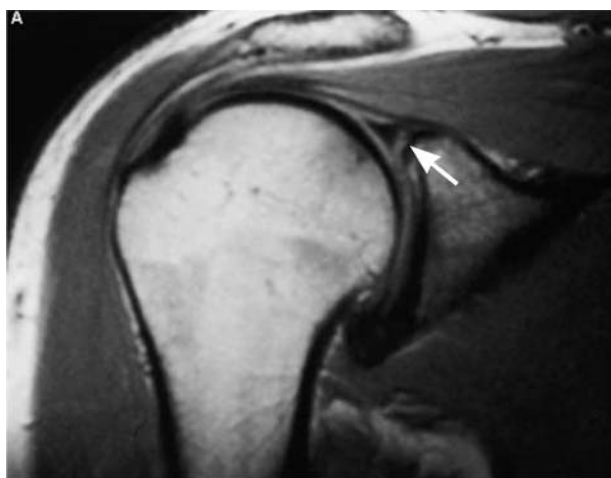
Arthro-IRM : lésion du bourrelet supérieur ? (flèche)
